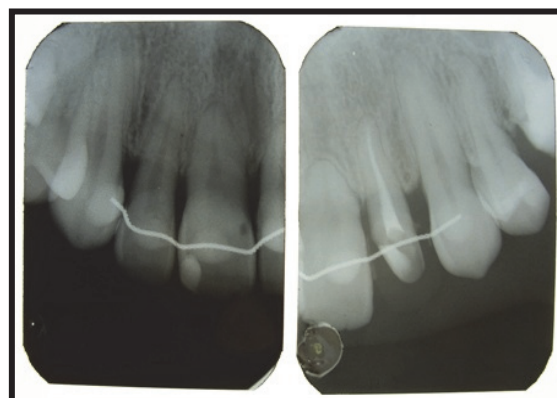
Radiographies rétro-alvéolaire d'une patiente qui présente des résorptions radiculaires de 11 et 21 suite au traitement orthodontique (10)
